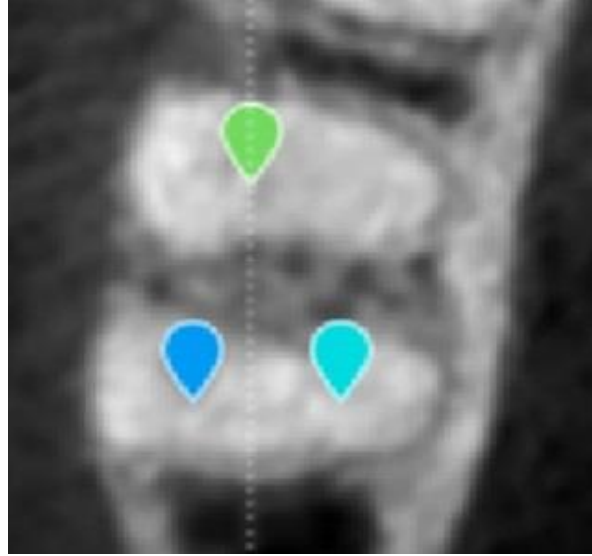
Corte transversal de tomografía de o. dental 46, donde se observa aparente entrada de los conductos, sin rastro aparente de permeabilidad.
